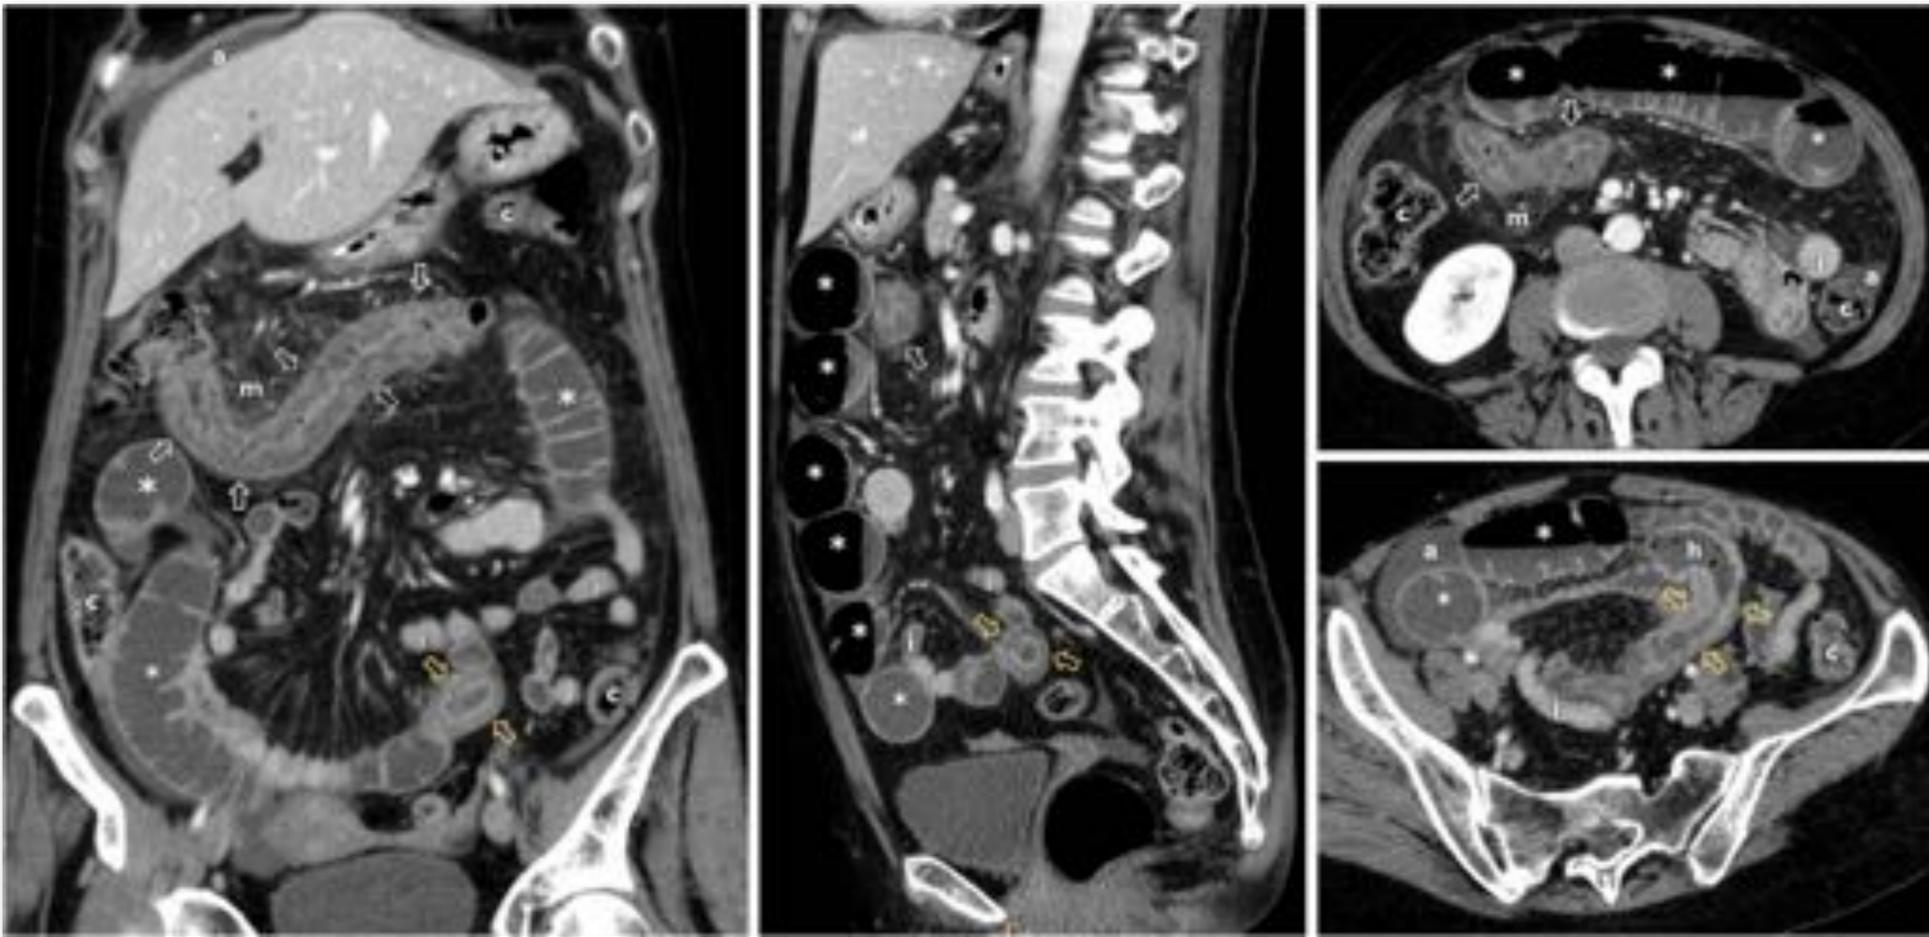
TC en la OIDA por EC.
